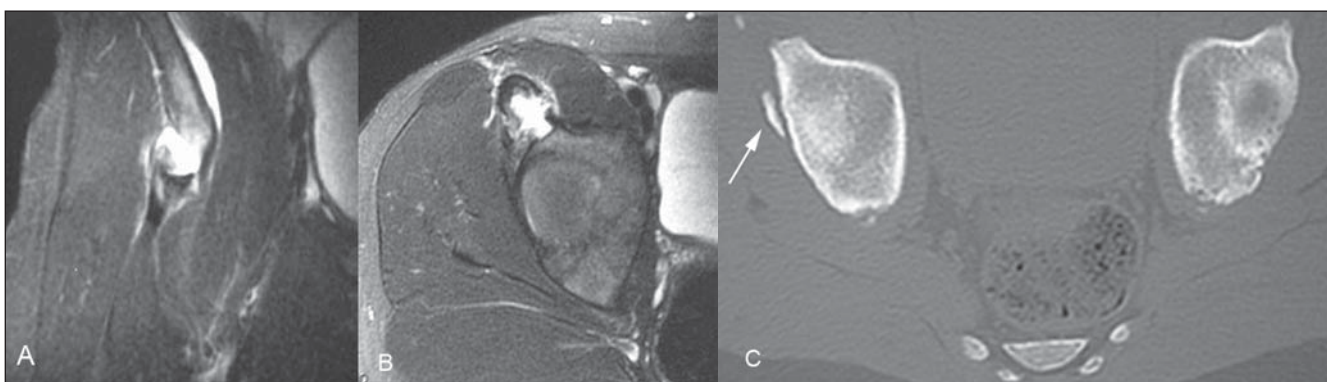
Avulsão da espinha ilíaca ântero-inferior em paciente do sexo masculino, de 12 anos de idade. RM ponderada em T2 nos planos coronal (A) e transversal (B) evidencia fragmento ósseo avulsionado e líquido interposto. Na TC (C) observa-se calcificação na topografia da cabeça reflexa do reto femoral (seta), indicando lesão prévia desta porção.
